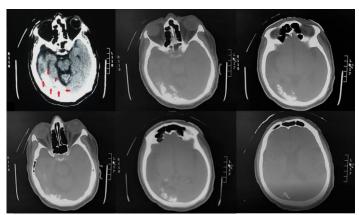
Tomografía computada cerebral simple
